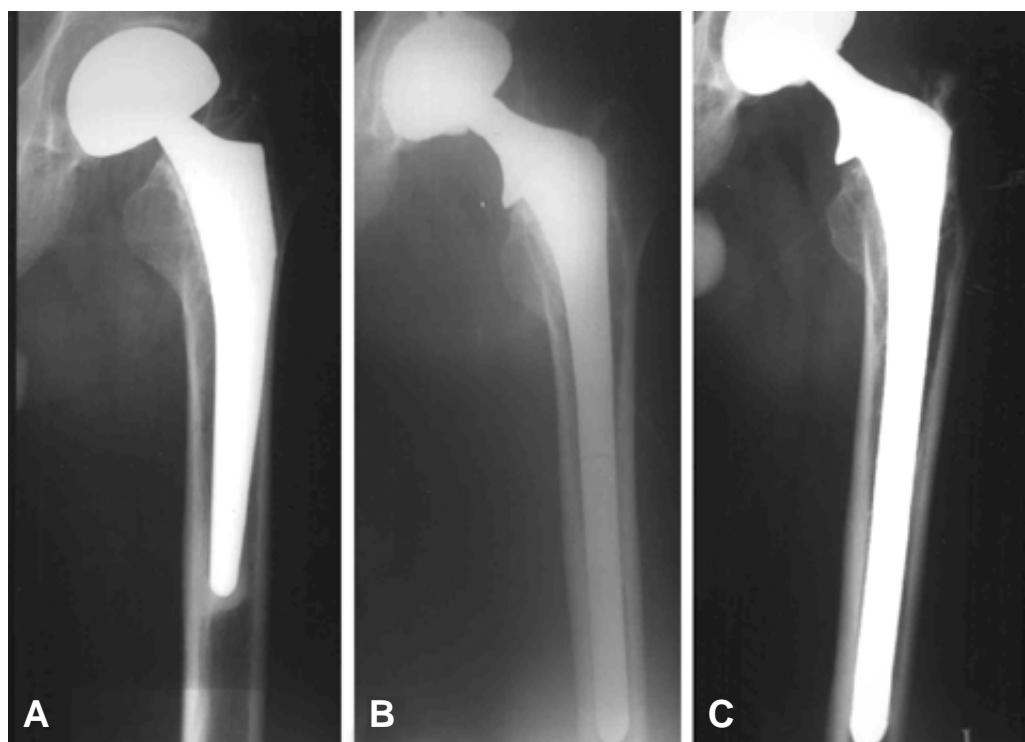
(A) Preoperative radiograph of a 62-year-old male with aseptic loosening of the femoral stem. (B) He underwent revision using extensively porous-coated femoral stem (C) Two-year follow up showed stable interface.
